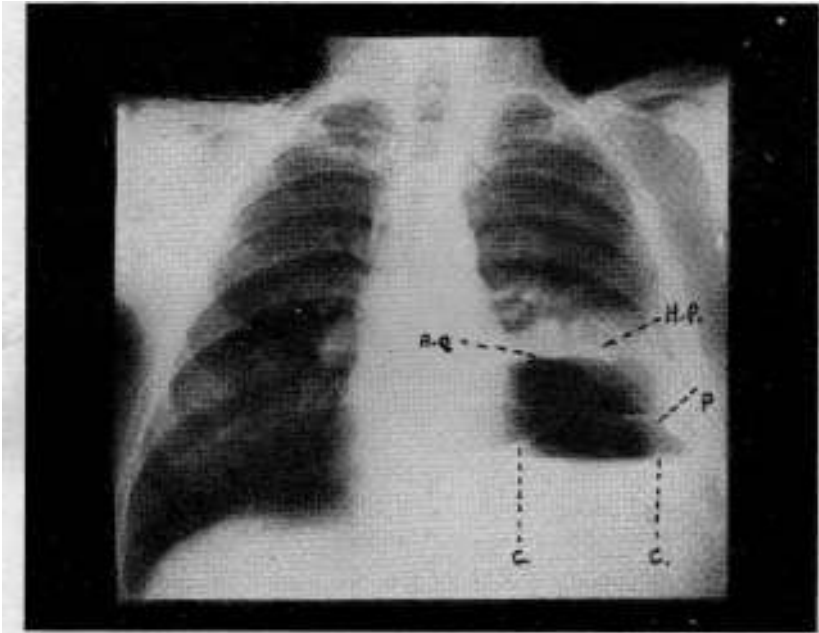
Radiografía frontal. Mediastino moderadamente desplazado a la derecha. El diafragma izquierdo no se ve, confundido con la sombra del derrame pleural e intraquístico.
